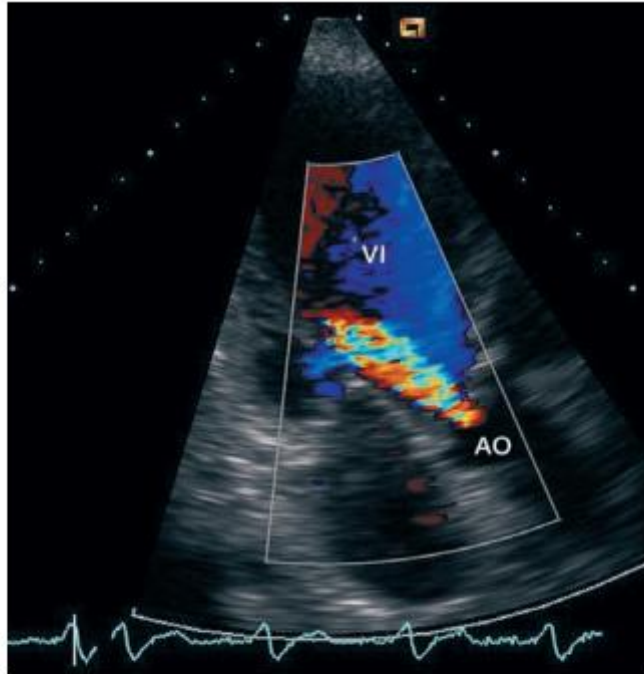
Insuficiencia aórtica probablemente moderada. Proyección apical de 2 cámaras. Obsérvese como el doppler color delimita el chorro de insuficiencia introduciéndose en la cavidad del ventrículo izquierdo. AO: aorta; VI: ventrículo izquierdo.
